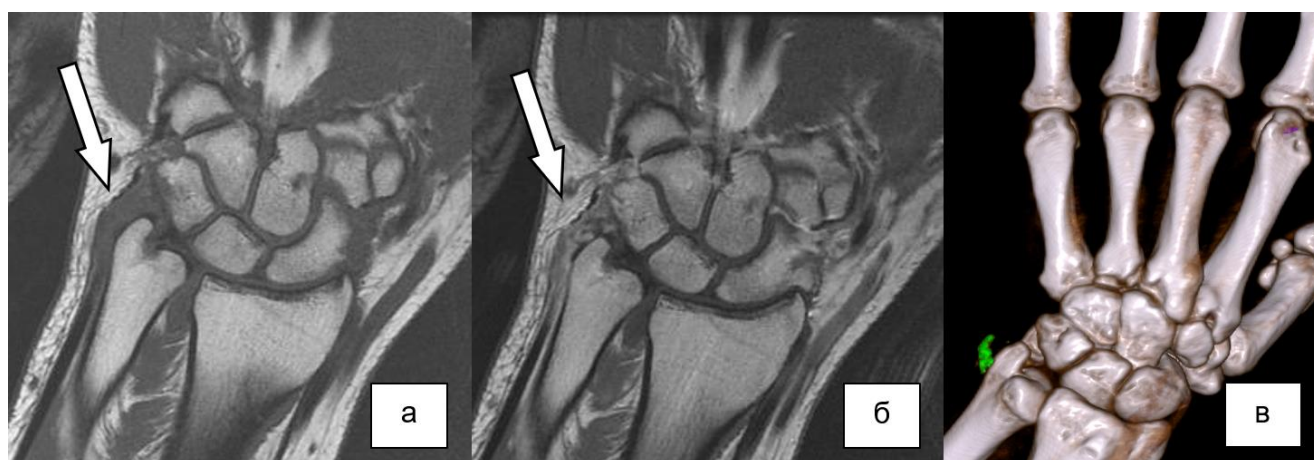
Больной ПА, 55 лет, стаж заболевания 4 года. На нативной (а) и постконтрастной МРТ в T<sub>1</sub>ВИ (б) правого лучезапястного сустава определяется локальное утолщение синовиальной оболочки в области шиловидного отростка локтевой кости (белые стрелки), тофус не визуализируется.
